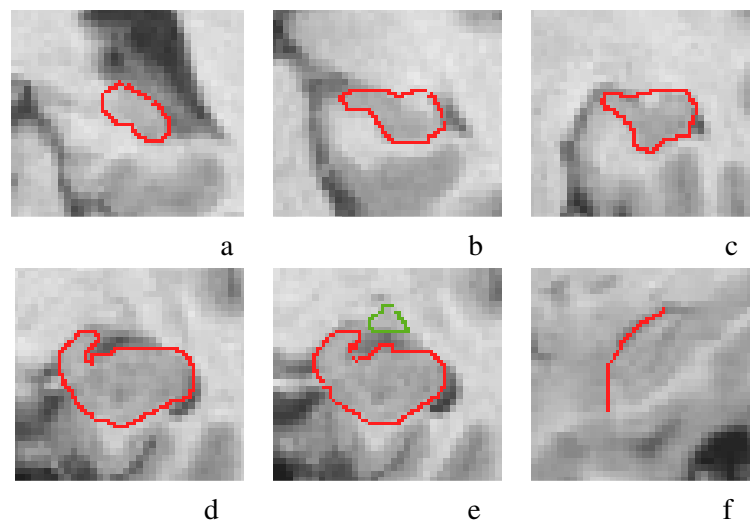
MRT-Aufnahmen vom Hippocampus und seinen anatomischen Grenzen. 6a) noch klar erkennbarer Hippocampus in hinterer koronaren Schicht, 6b – 6c) Hippocampuskörper, 6d) die klassische Form eines Hasen, 6e) Hippocampus-Amygdala-Übergangszone, 6f) sagittale Differenzierung der Amygdala vom Hippocampus
